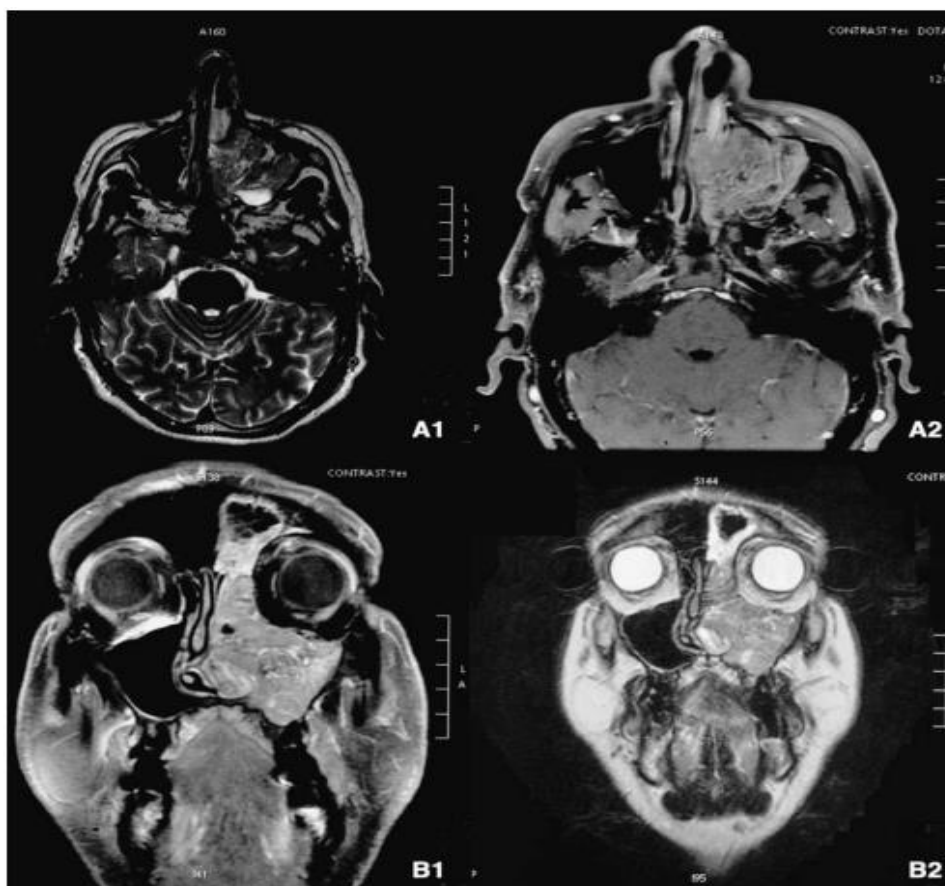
Comparaison des images tomodensitométriques (TDM) et par résonance magnétique nucléaire (IRM) d'un patient présentant un papillome inversé.
